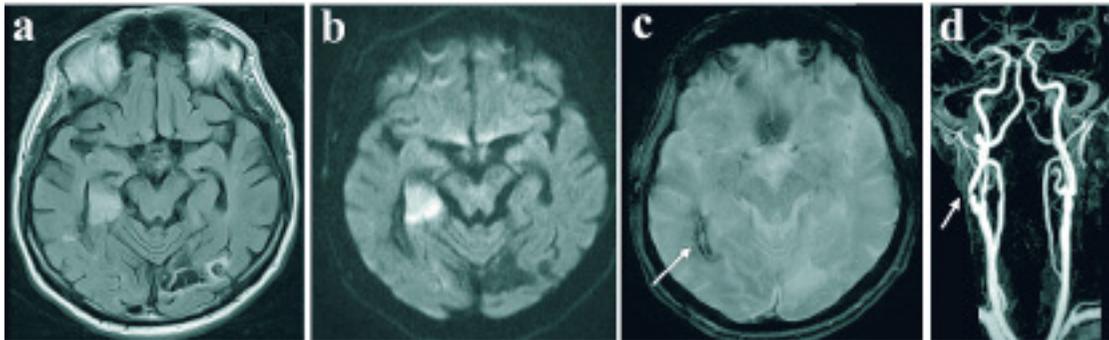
75-jähriger Patient mit neuer Hemiparese links bei insuffizienter Antikoagulation mit Phenprocoumon (INR 1,3) bei Vorhofflimmern und frischem Thalamus (nicht gezeigt) und hippocampalem Infarkt rechts, altem Posteriorinfarkt links (a: FLAIR-Sequenz, B: Diffusionssequenz), alter atypischer temporoparietaler Blutung rechts (c: Pfeil = Blutung), vier kortikalen Mikroblutungen sowie höhergradiger Abgangsstenose der ACI (d: kontrastgestützte MR-Angio, Pfeil = Stenose). Bei diesem Patienten geht anamnestisch das höchste Risiko von kardiogenen Embolien und etwas geringer von Hirnblutungen aus, während die asymptotische ACI-Stenose den kleinsten Risikofaktor darstellt. Wir empfehlen Umstellung auf ein NOAK aufgrund der geringen intrakraniellen Blutungsneigung und schwierigen INR-Einstellung. Eine zusätzliche Plättchenaggregationshemmung für die höhergradige ACI-Stenose wurde nach Entscheidung des Patienten eine Operation begonnen.
